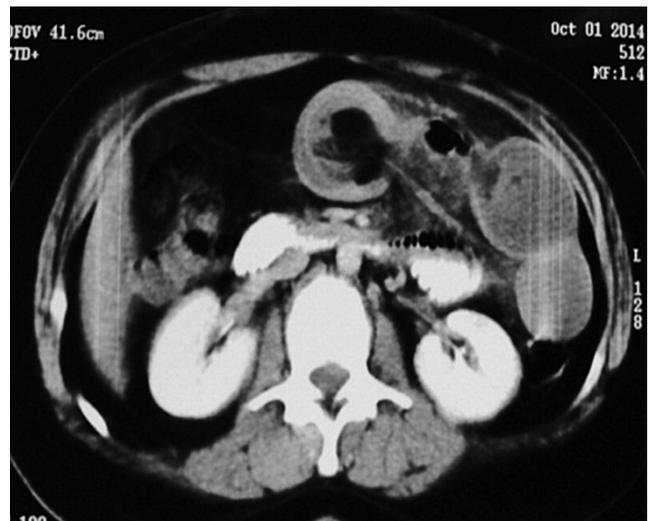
Imagen de tomografía axial computarizada de abdomen que corresponde a intususcepción intestinal.
